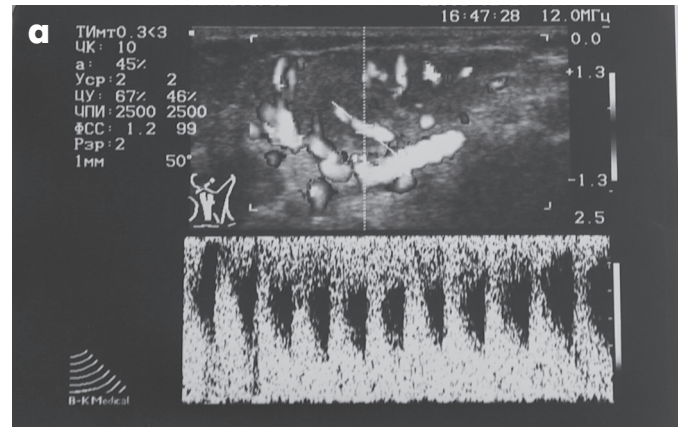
Допплерография того же ребёнка М. (а) в возрасте 5 мес. и в возрасте 5 лет (б) после проведения рентген-эндоваскулярной окклюзии приводящих сосудов
